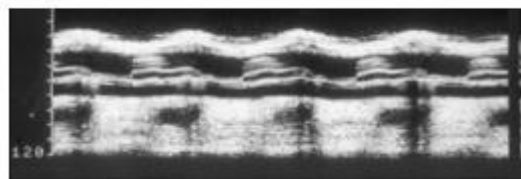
Représentation du signal échographique en utilisant le mode TM.
